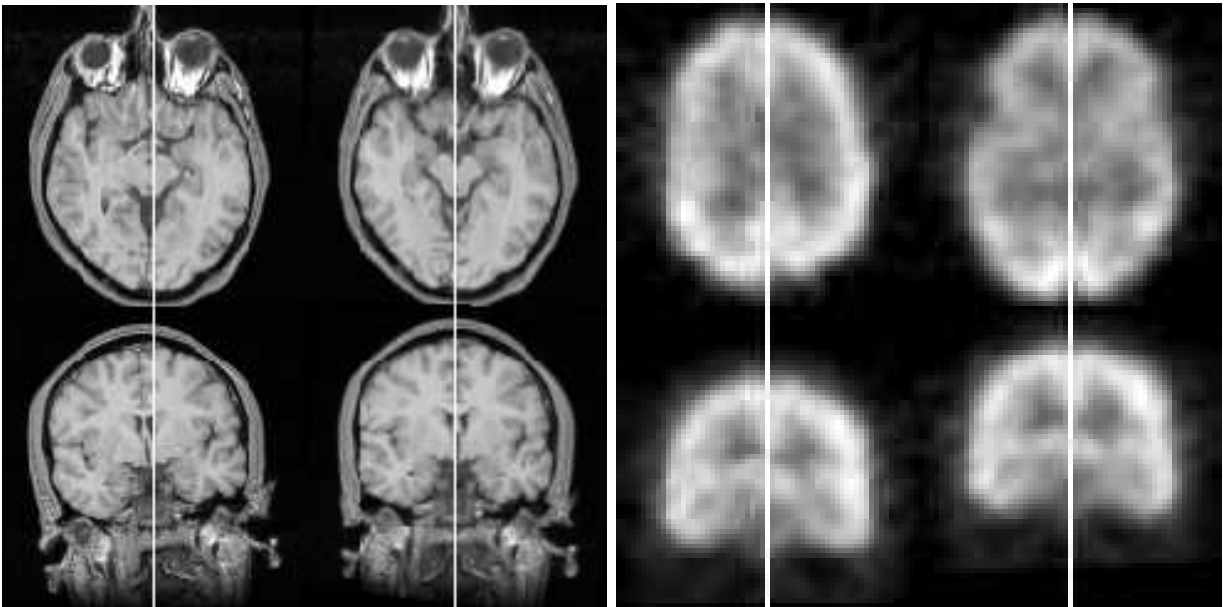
Vue axiale (haut) et coronale (bas); à gauche: l'image IRM en position initiale, réorientée et recentrée par rapport au plan virtuel en blanc. Cette image nous a été fournie par le Dr. Neil Roberts, Magnetic Resonance and Image Analysis Research Center (University of Liverpool, UK); à droite: l'image SPECT en position initiale, réorientée et recentrée par rapport au plan virtuel en blanc. Cette image nous a été fournie par le Pr. Michael L. Goris, Département of Nuclear Medicine (Stanford University Hospital, USA).
